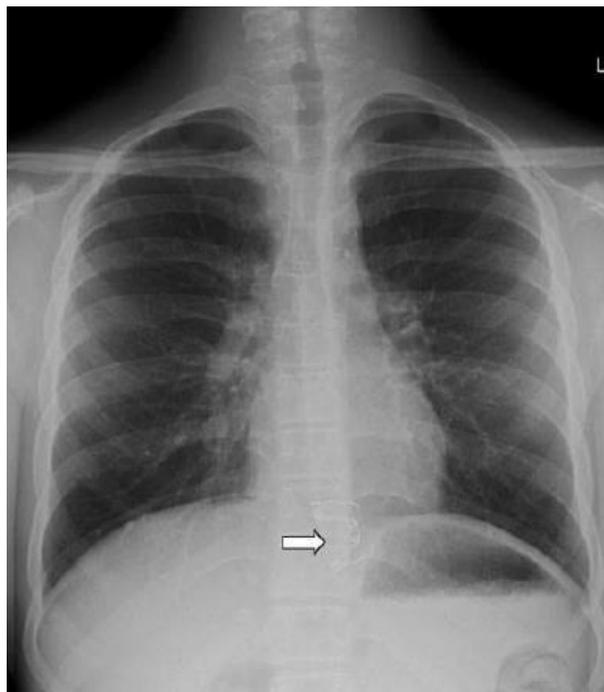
Radiografia de Torax demonstrando o Quadrihélice (seta branca) na parte inferior do esôfago.
